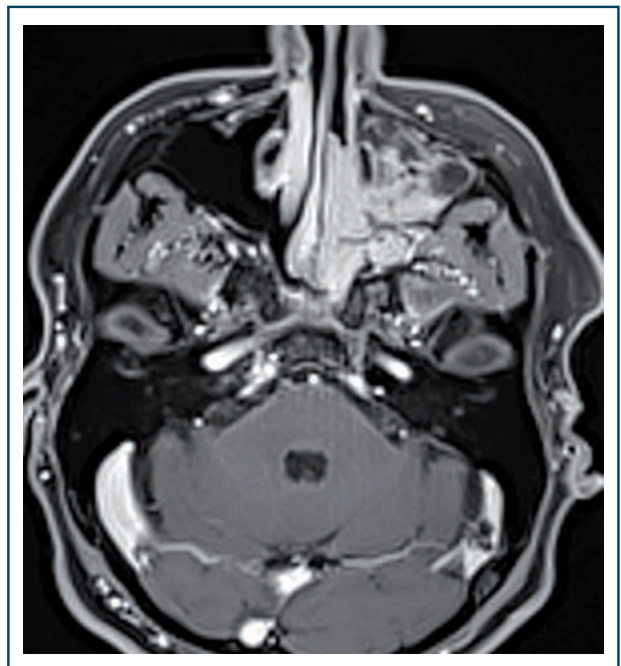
IRM coupe axiale en T1 avec injection de gadolinium mettant en évidence un rehaussement hétérogène de la tumeur.
